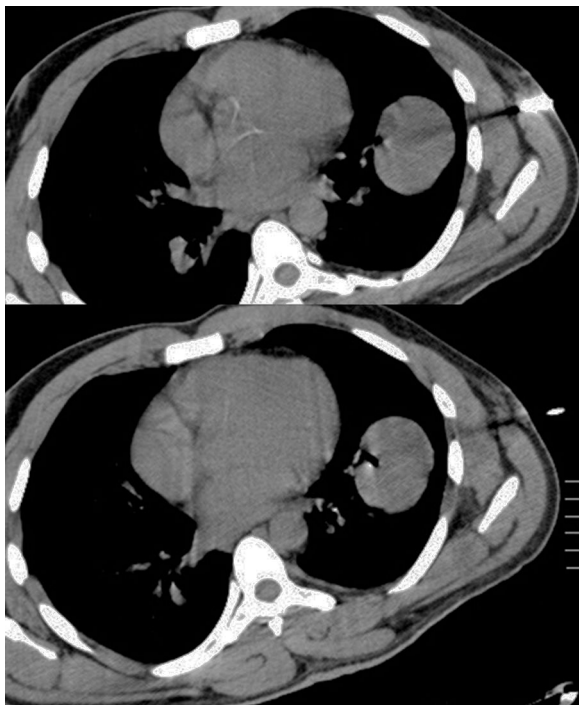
La iopsia guiada por TC con punción aspiración de aguja fina de tórax en plano axial nos muestra el estirpe tumoral.
